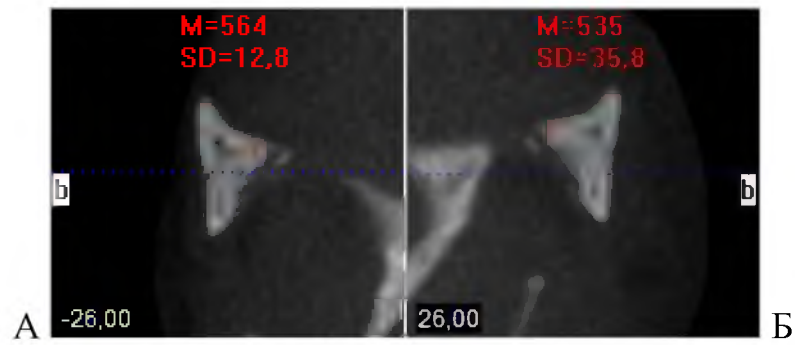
Щільність правої (А) і лівої (Б) виличних кісток новонародженого. Томограма. Сагітальні зрізи
